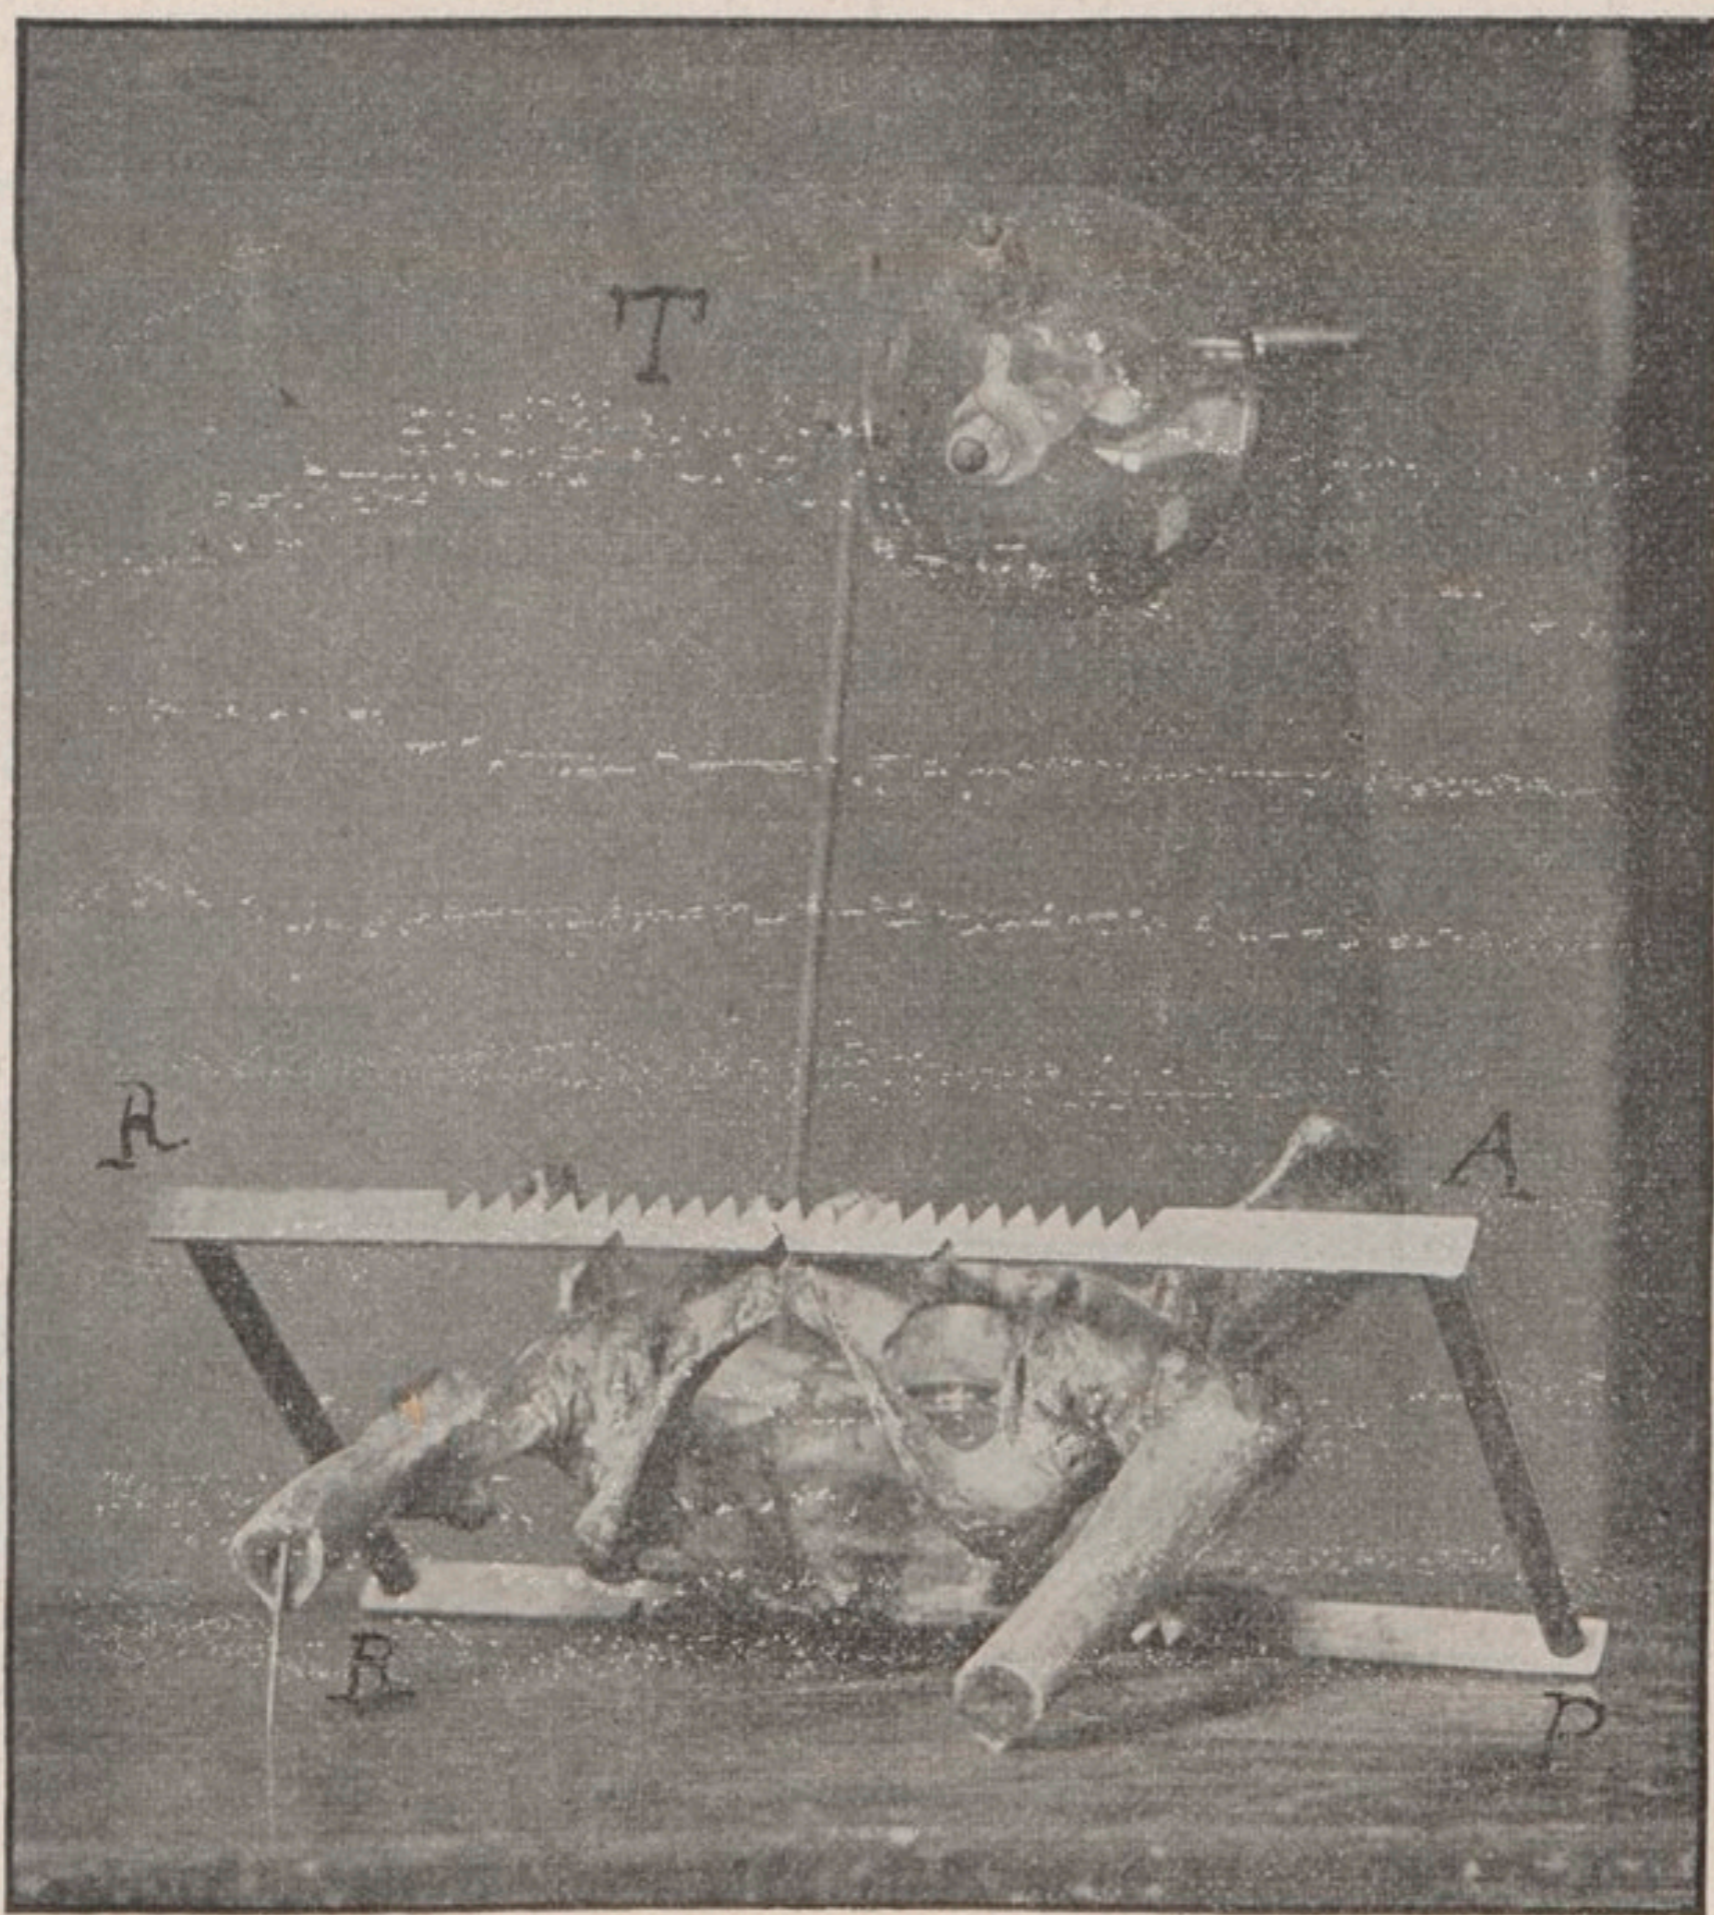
Dispositif employé pour obtenir des radiographies mesurables.
